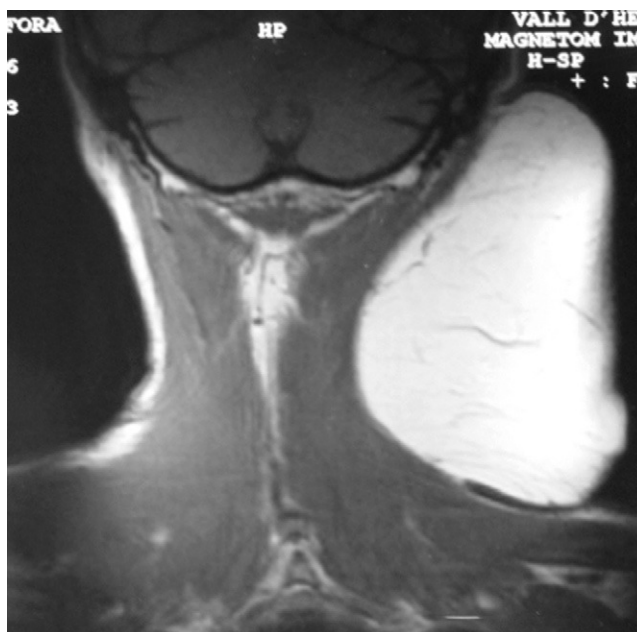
RM preoperatoria (corte coronal).
